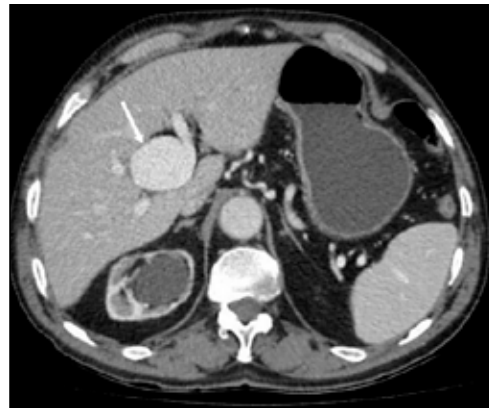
Portal phase abdominal CT shows a right lobe intrahepatic portal aneurysm (arrow).
